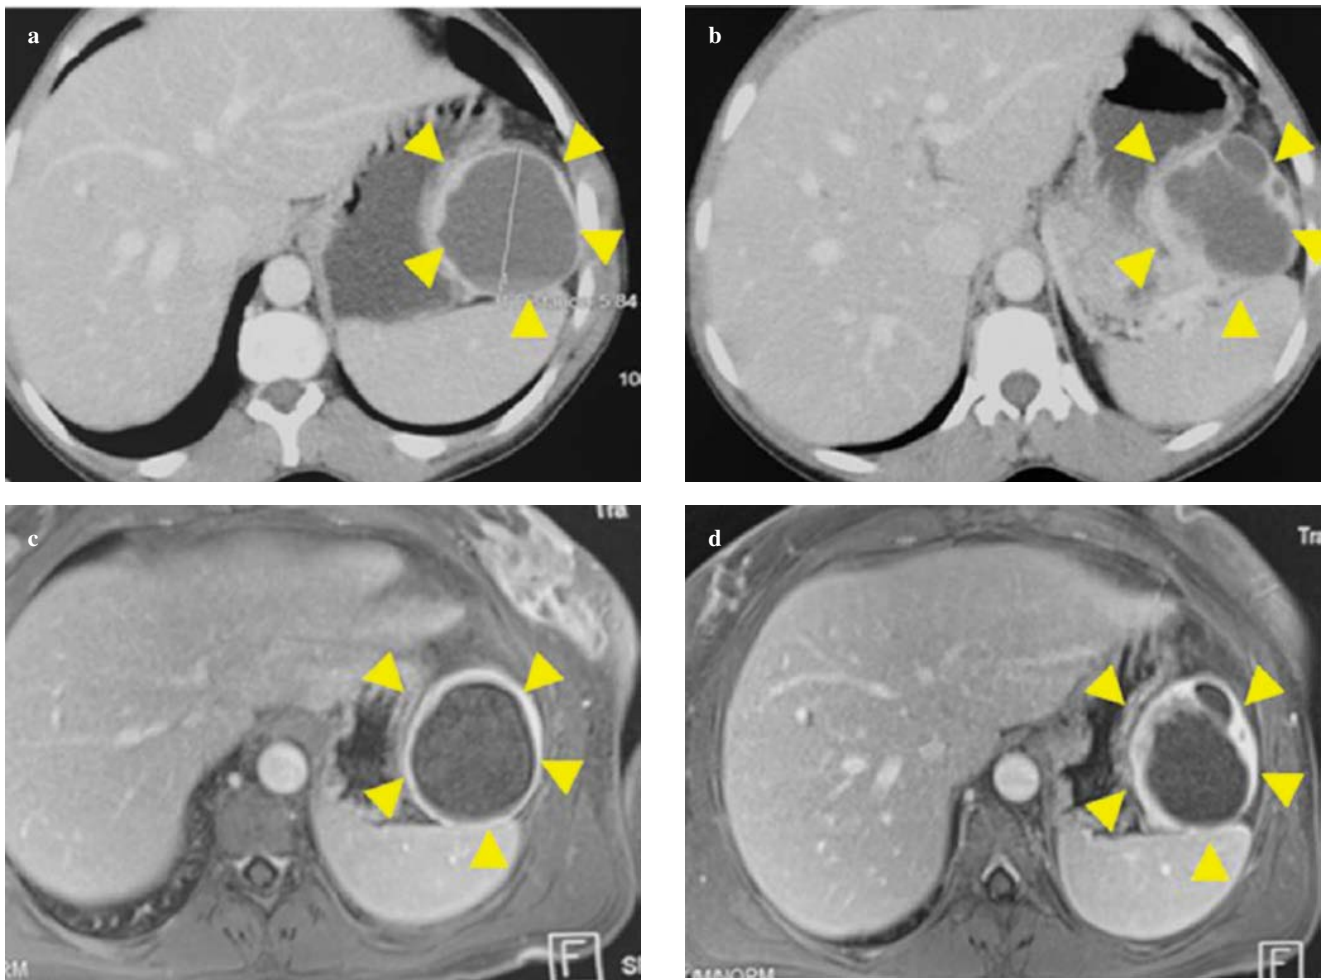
Assessment of tumour hypervascularity. A large cystic NFPET of the pancreatic tail can be recognised in axial images acquired during the portal venous phase both at MDCT (a,b) and MRI (c,d). The ring-shaped pattern of enhancement (*arrowheads*) is better depicted by MRI (c,d) compared with MDCT (a,b).
